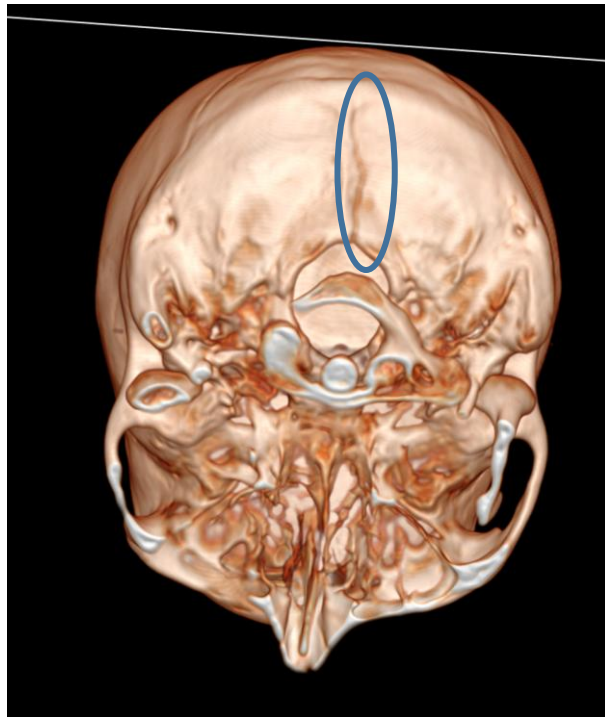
Reconstrucción tridimensional mediante técnica de Volume Rendering (VR) y ventana ósea de TC craneal en paciente de 55 años tras caída desde su propia altura con pérdida de conocimiento que presenta mareos y vómitos. Fractura lineal no desplazada de la línea media del hueso occipital y del peñasco derecho, esta última con un trayecto transversal afectando al canal carotídeo intrapetroso, objetivando burbujas de gas en el conducto carotídeo petroso.
